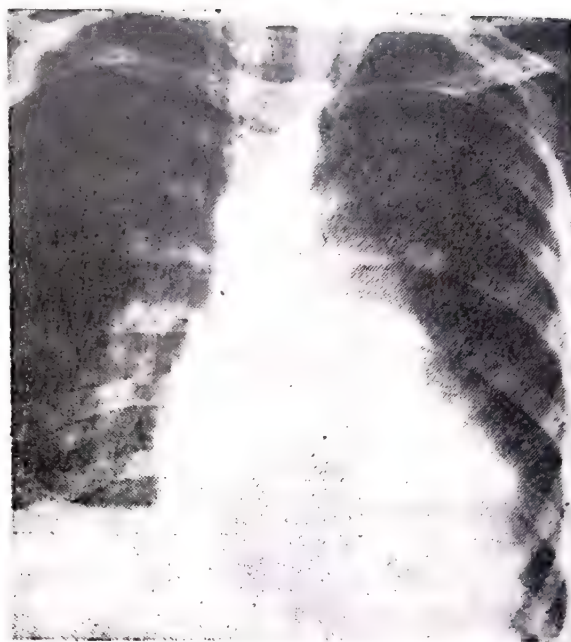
106. — Radiografie toracică în os-tium secundum: dilatare a ramurilor arterei pulmonare (principale și lobare inferioare) (radioscopic: dans hilar), rotație la stînga a inimii, tipică pentru hipertrofia ventriculului drept; bombarea arcului pulmonar; arc aortic mic, atrofie.
